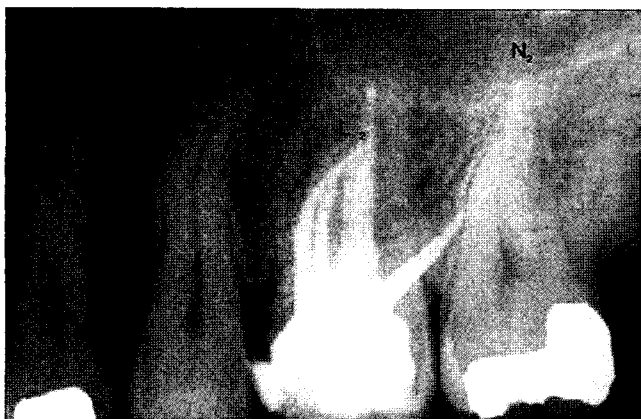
Digital periapical radiograph of 1 year after endodontic treatment. L₂: apical lesion of 1 year after endodontic treatment, N₂: normal apical portion of 1 year after endodontic treatment.
